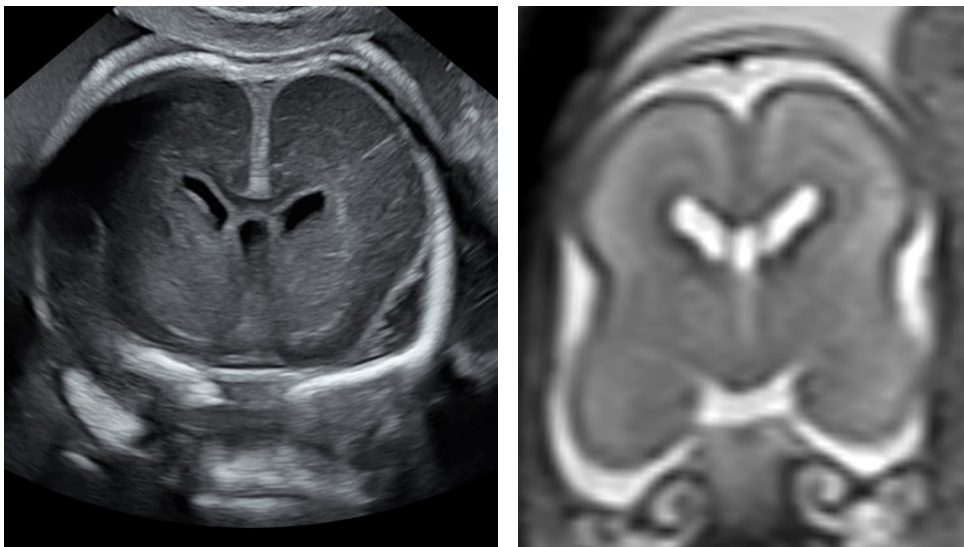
Verzögerte Operkularisierung bei Joubert Syndrom. Coronalschnitte fetale Neurosonographie SSW 22
